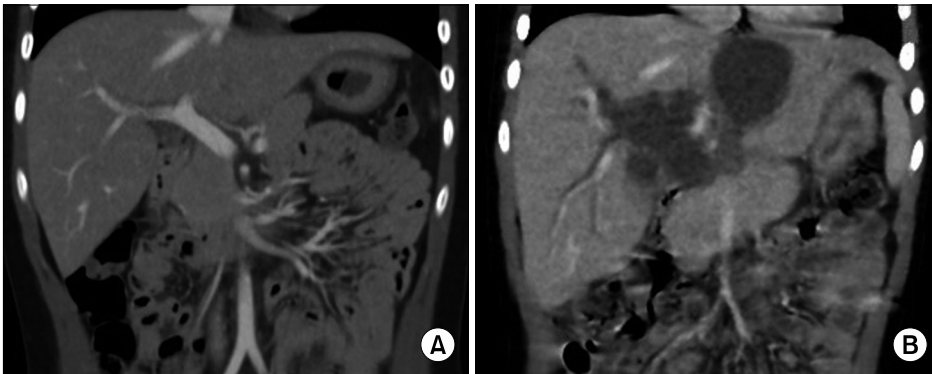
Contrast-enhanced abdominal CT scan. (A) CT scan taken two months before admission shows no visible bile duct dilatation or bile lake in the upper abdomen. (B) CT scan taken at the admission shows stenosis at proximal common bile duct with common hepatic duct dilatation and a bile lake at S2/3 of the liver.
